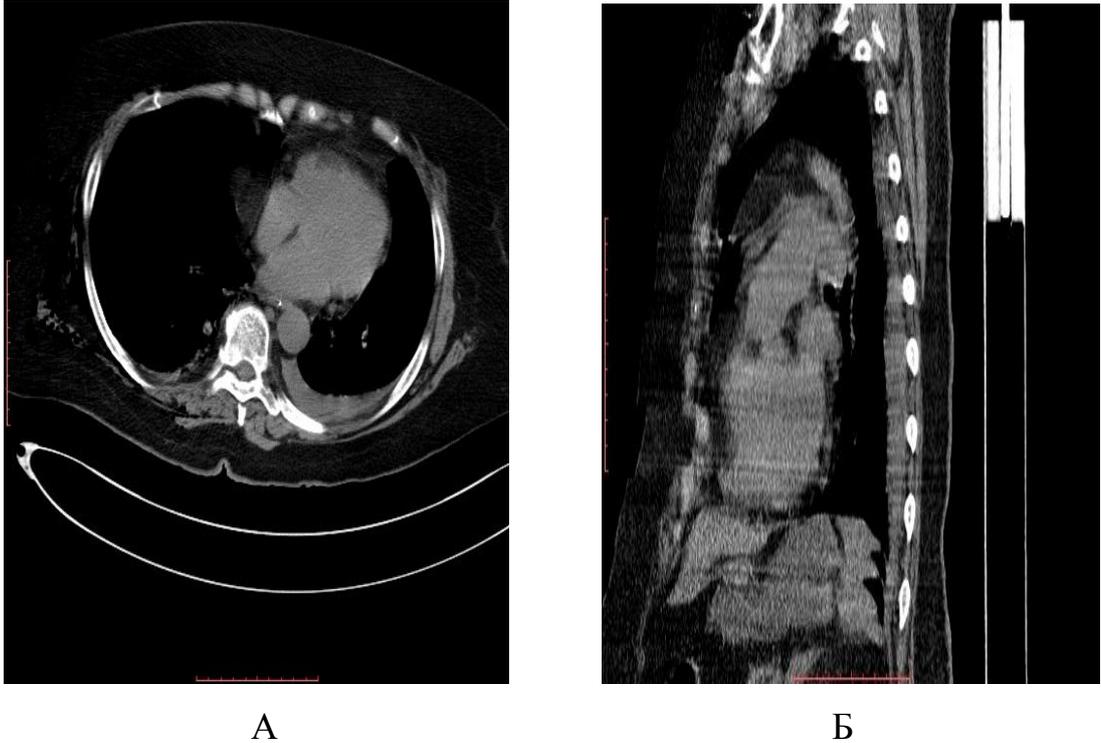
КТ грудной клетки пострадавшего с посттравматическим свернувшимся гемотораксом: А - вид свернувшегося гемоторакса левой плевральной полости на поперечном срезе; Б - вид свернувшегося гемоторакса левой плевральной полости на продольном боковом срезе
